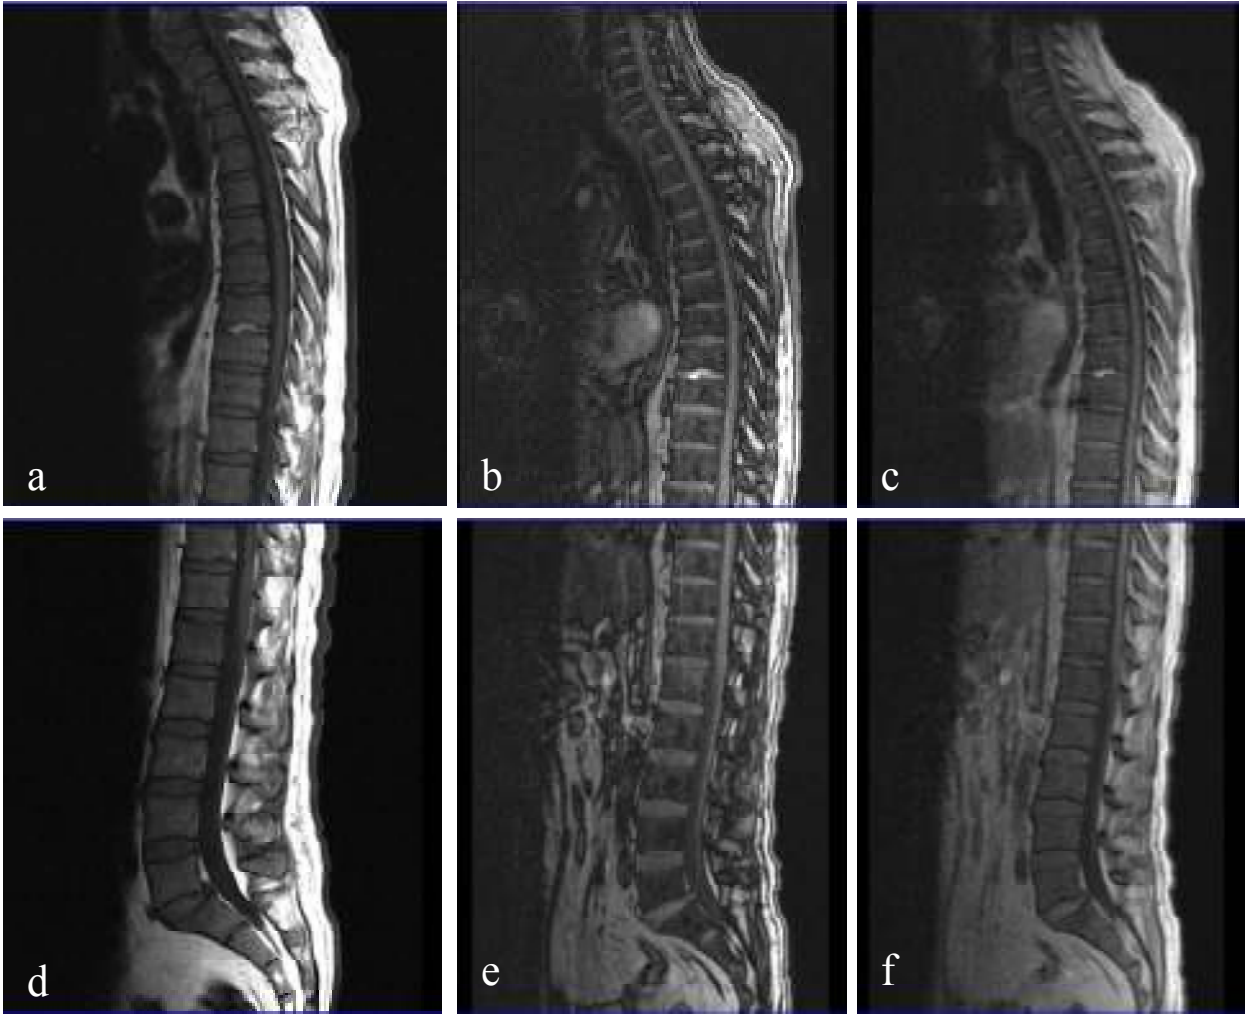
Otuz sekiz yaşında remisyonda ALL' li bayan hasta yapılan MRG incelemesinde lomber sagittal T1A sekansta (a) vertebral Kİ sinyal intensitesi diffüz olarak T1A imajlarda komşu diske oranla eşit görünümdeydi. Sagittal dış faz sekansta (b) iç faz sekasına (c) kıyasla sinyal kaybı mevcuttu (SIO: $0.63 < 0.82$). Kemik iliği biyopsi sonucunda hipersellüler Kİ tespit edildi.
